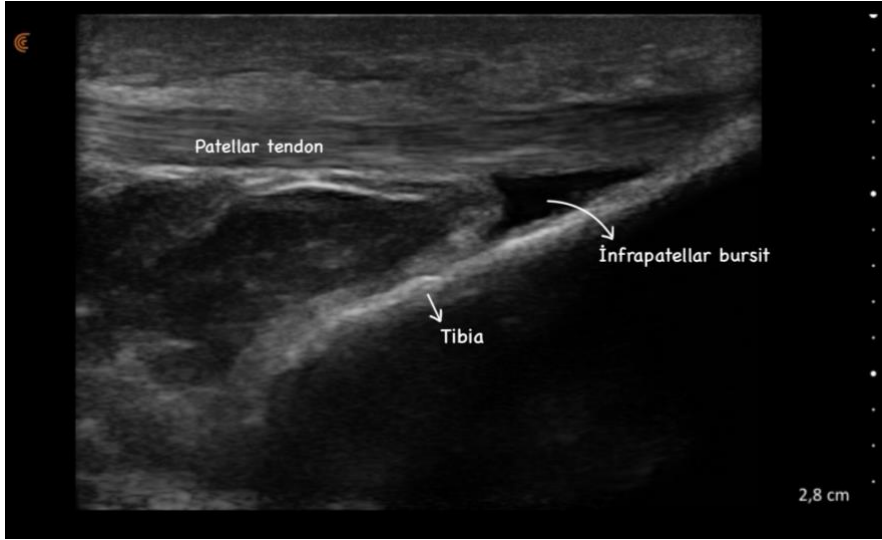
Ultrason ile suprapatellar bölgenin değerlendirilmesi (A), infrapatellar bölgenin değerlendirilmesi (B).
